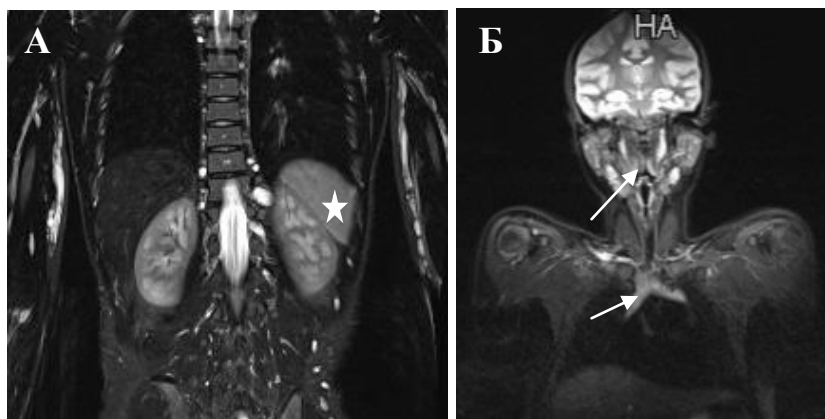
Фрагменты МРТ-ВТ в режиме T2 STIR. Нейрофиброматоз 1 типа. Девочка 2 года. А — Селезенка (звездочка) имеет повышенный МР-сигнал. Б — Тимус, лимфоидная ткань ротоглотки (стрелки) имеют повышенный МР-сигнал
